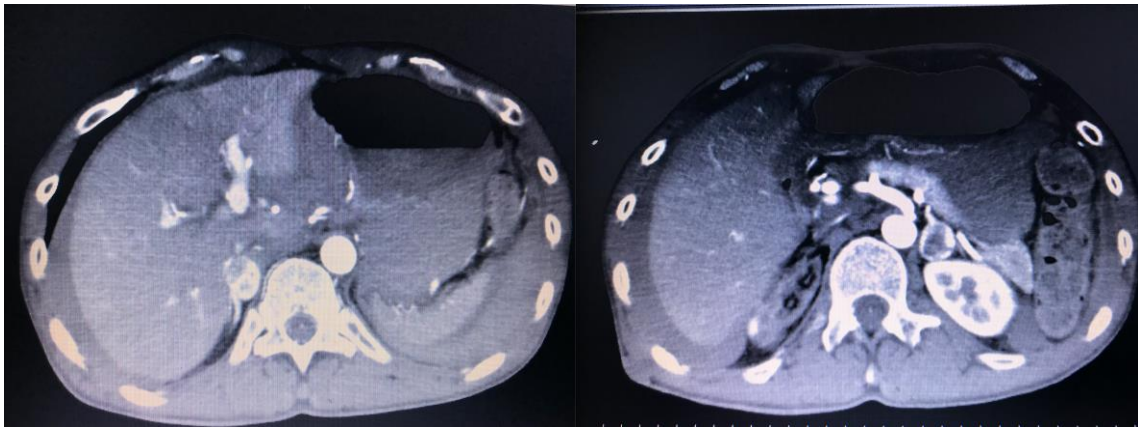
両側副腎の腫瘤. 血性腹水(造影 CT)
